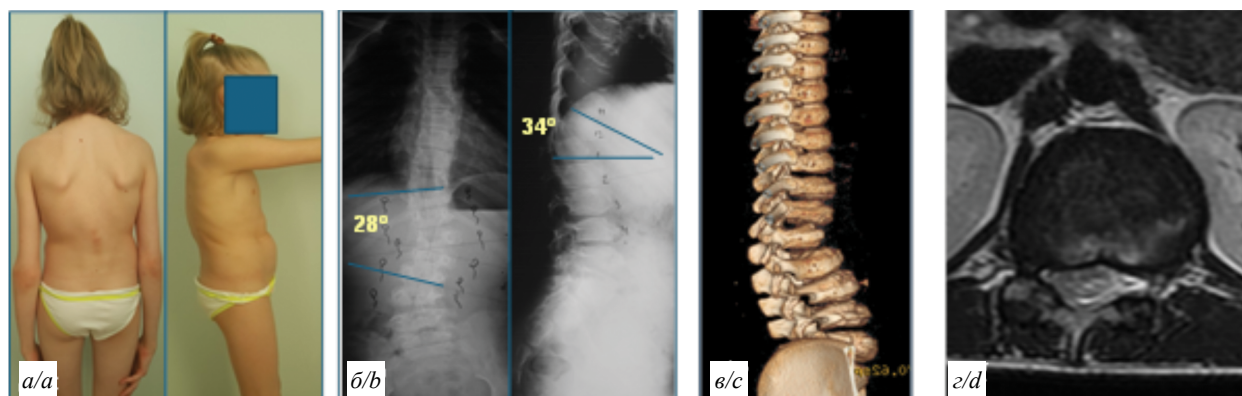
Внешний вид (а), рентгенограммы (б), компьютерная 3D-томография (в), МРТ до лечения в 2014 г. (г).
